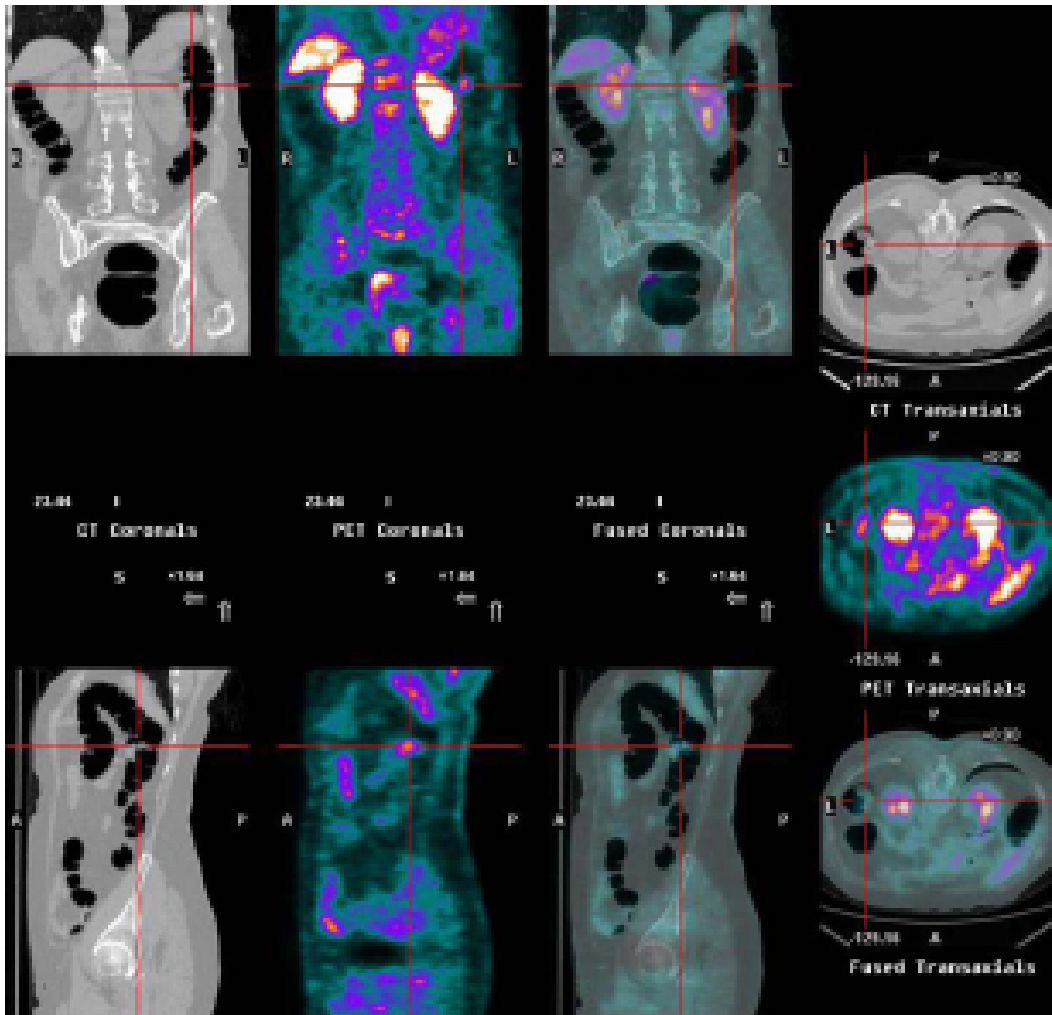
a, b TC, PET e PET/TCc Immagini (coronale, sagittale ed assiale) in decubito prono (a) e supino (b): mostrano un polipo del colon discendente , di circa 35 mm e con captazione focale del tracciante (SUVmax 1.8). All'esame istologico, la lesione era un adenocarcinoma infiltrante la sottomucosa.
